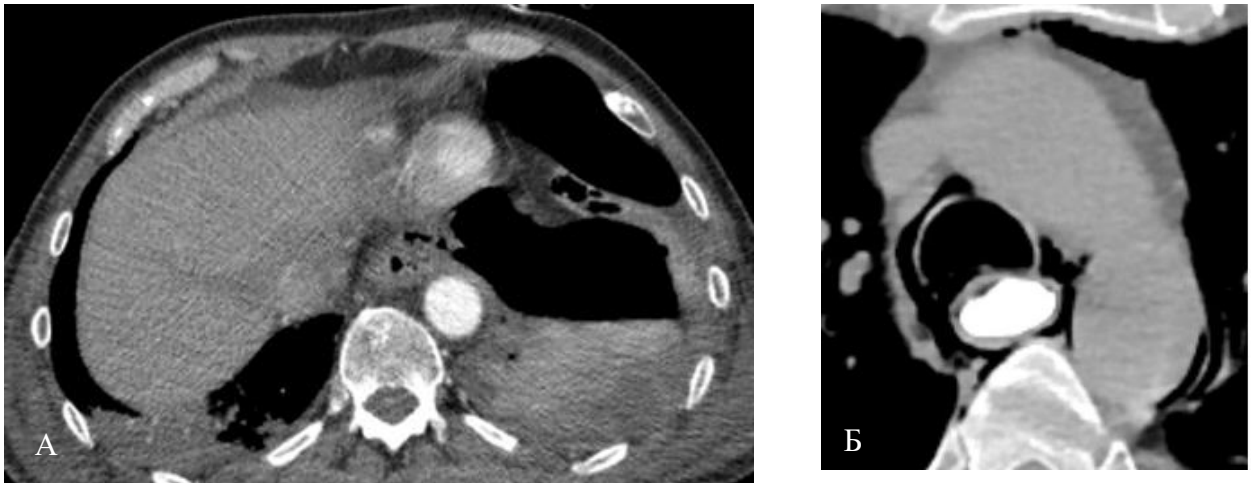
СКТ органов груди, аксиальный срез у больной К: А – параэзофагеальное скопление пузырьков газа. Минимальное количество жидкости в левой плевральной полости; Б – водорастворимый контраст в пищеводе и не выходит за его пределы
